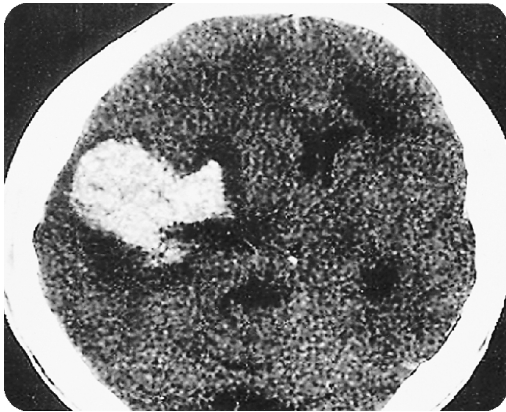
Follow-up CT scan taken 19 days after head trauma for the sudden deterioration and hemiparesis demonstrated delayed intracerebral hemorrhage in the right temporal area.
